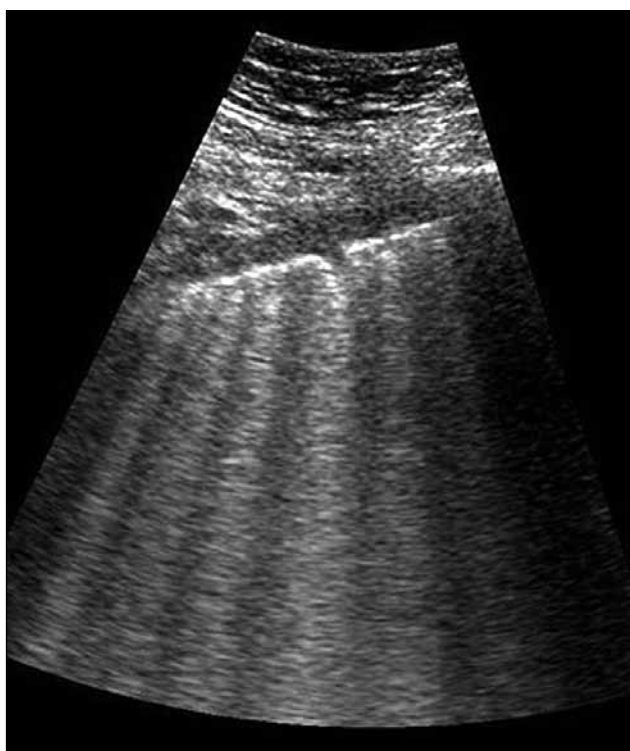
УЗИ. Множество В-линий
